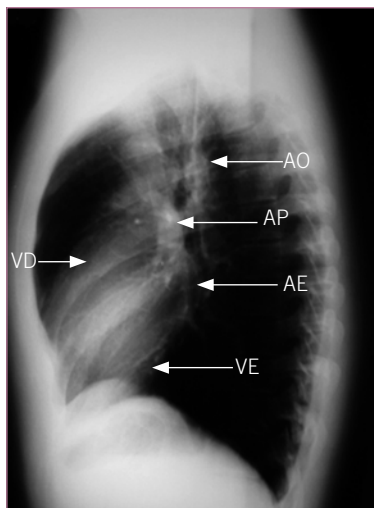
Radiografia de tórax normal em perfil apontando as principais estruturas anatômicas identificáveis.
